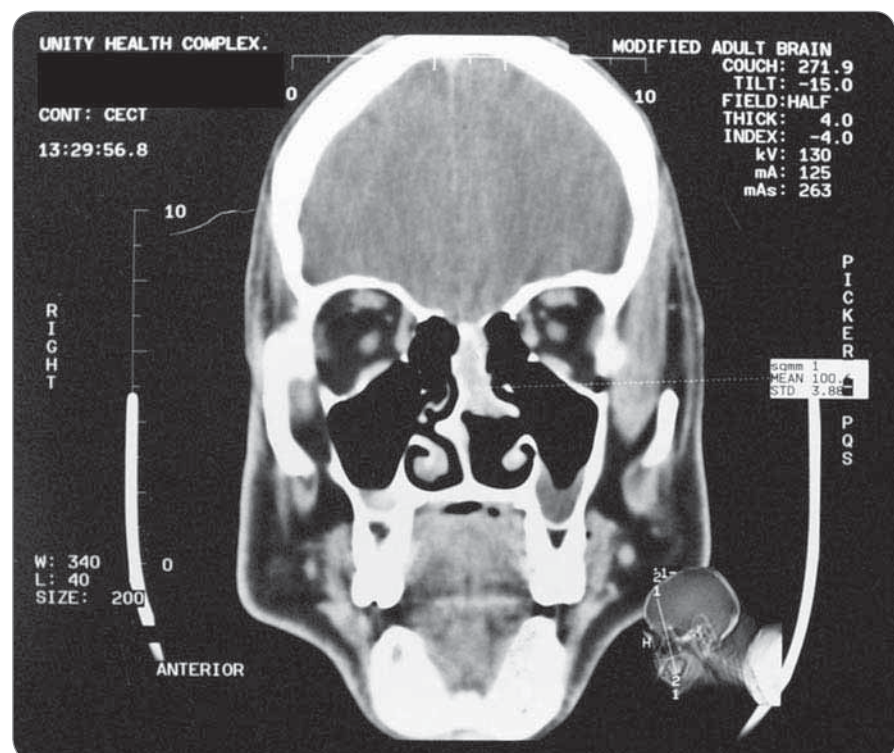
CT scan showing soft tissue density medial to middle turbinate in the coronal plane.
